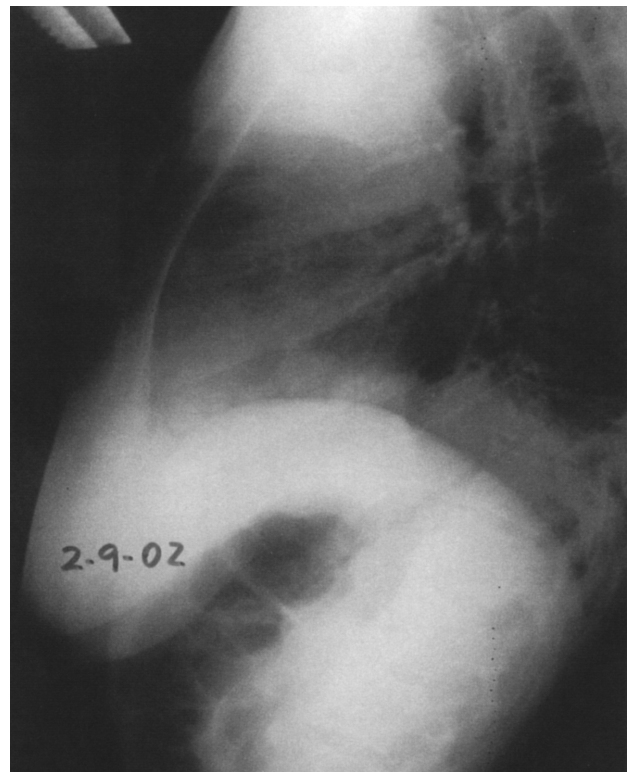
Radiografía de tórax observándose la migración del catéter venoso.
